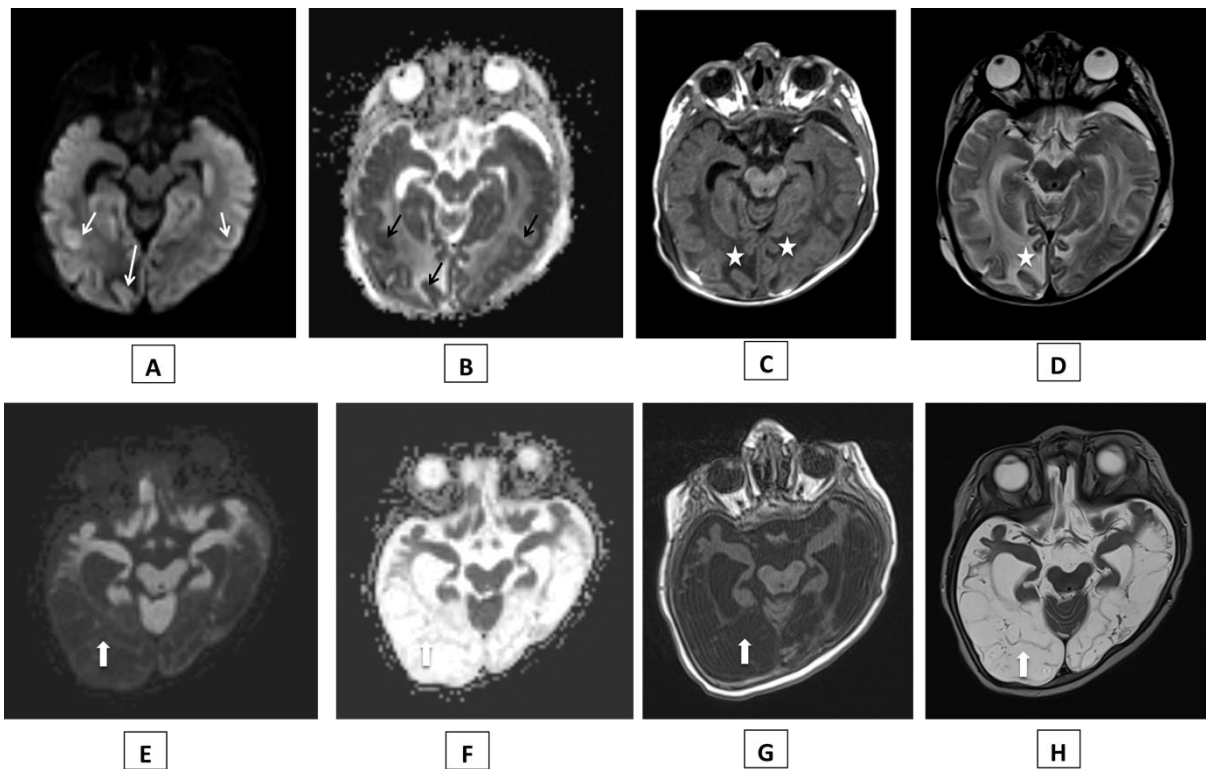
Atrophie parenchymateuse majeure sur une IRM de suivi, 10 mois après l'IRM initiale (a, b, c et d), chez un enfant atteint de SBS.
